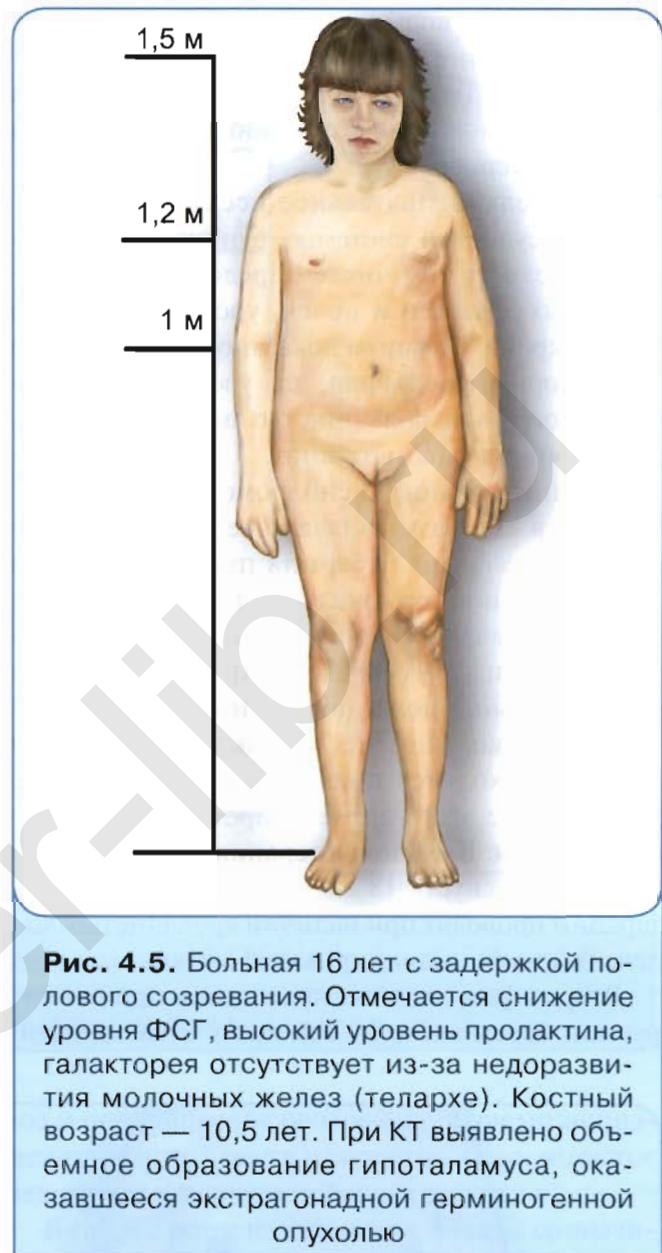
Больная 16 лет с задержкой полового созревания. Отмечается снижение уровня ФСГ, высокий уровень пролактина, галакторея отсутствует из-за недоразвития молочных желез (телархе). Костный возраст — 10,5 лет. При КТ выявлено объемное образование гипоталамуса, оказавшееся экстрагонадной герминогенной опухолью
